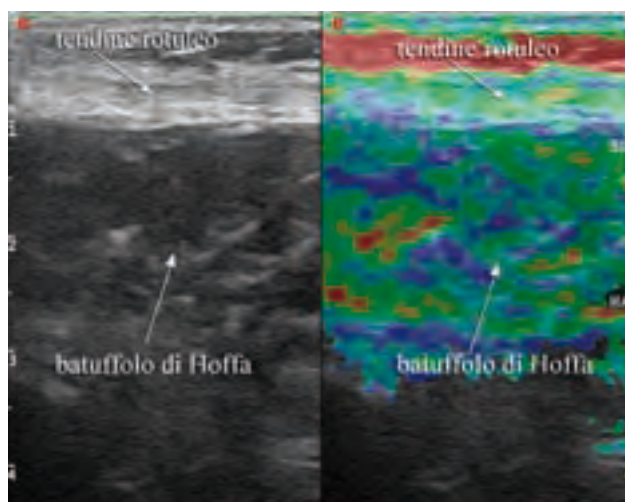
• Scansione sagittale ecografica ed elastografica di soggetto femminile di 17 anni sofferente di Hoffite ginocchio sinistro.
